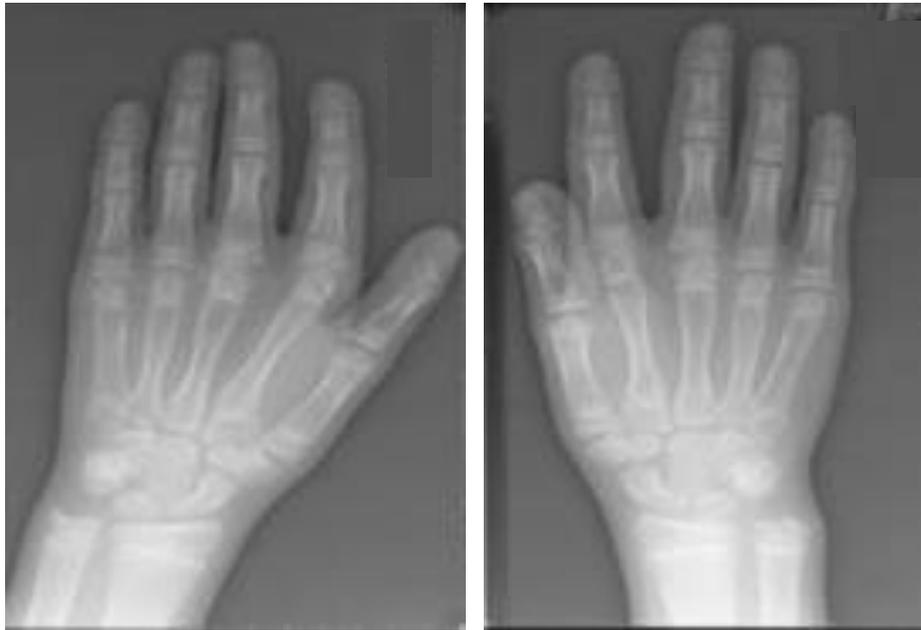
Radiografías de las manos. Pseudoepifisis supernumerarias en el centro de las bases del primero, segundo y quinto metacarpiano. Tomado de: Purandare y Cols.¹⁶
